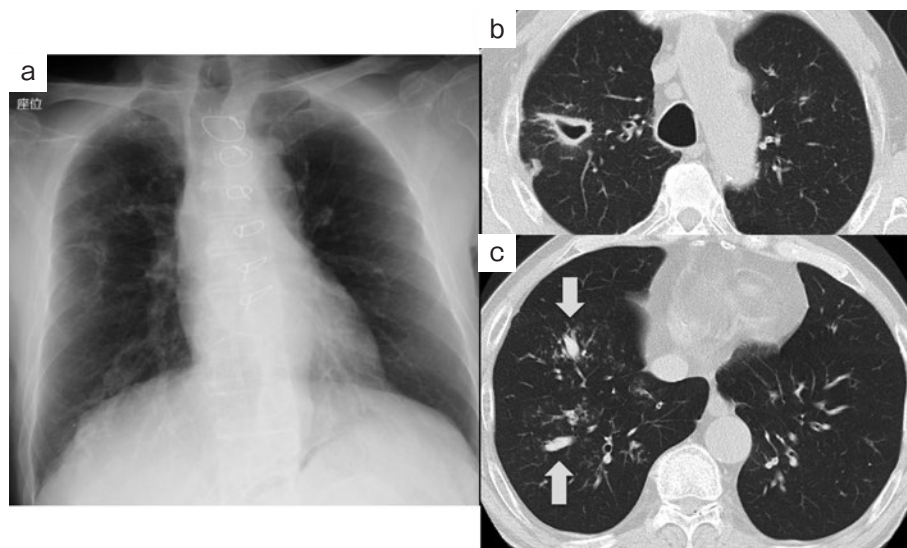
入院時画像所見. (a) 胸部単純X線写真では右中肺野に空洞影, 右下肺野主体に透過性低下を認めた. (b, c) 胸部CTでは右上葉に壁肥厚を伴う空洞影, 右下葉主体に浸潤影, tree-in-bud-appearance, 気管支壁肥厚や一部中枢性気管支拡張, 気管支内粘液栓 (矢印) を認めた.
